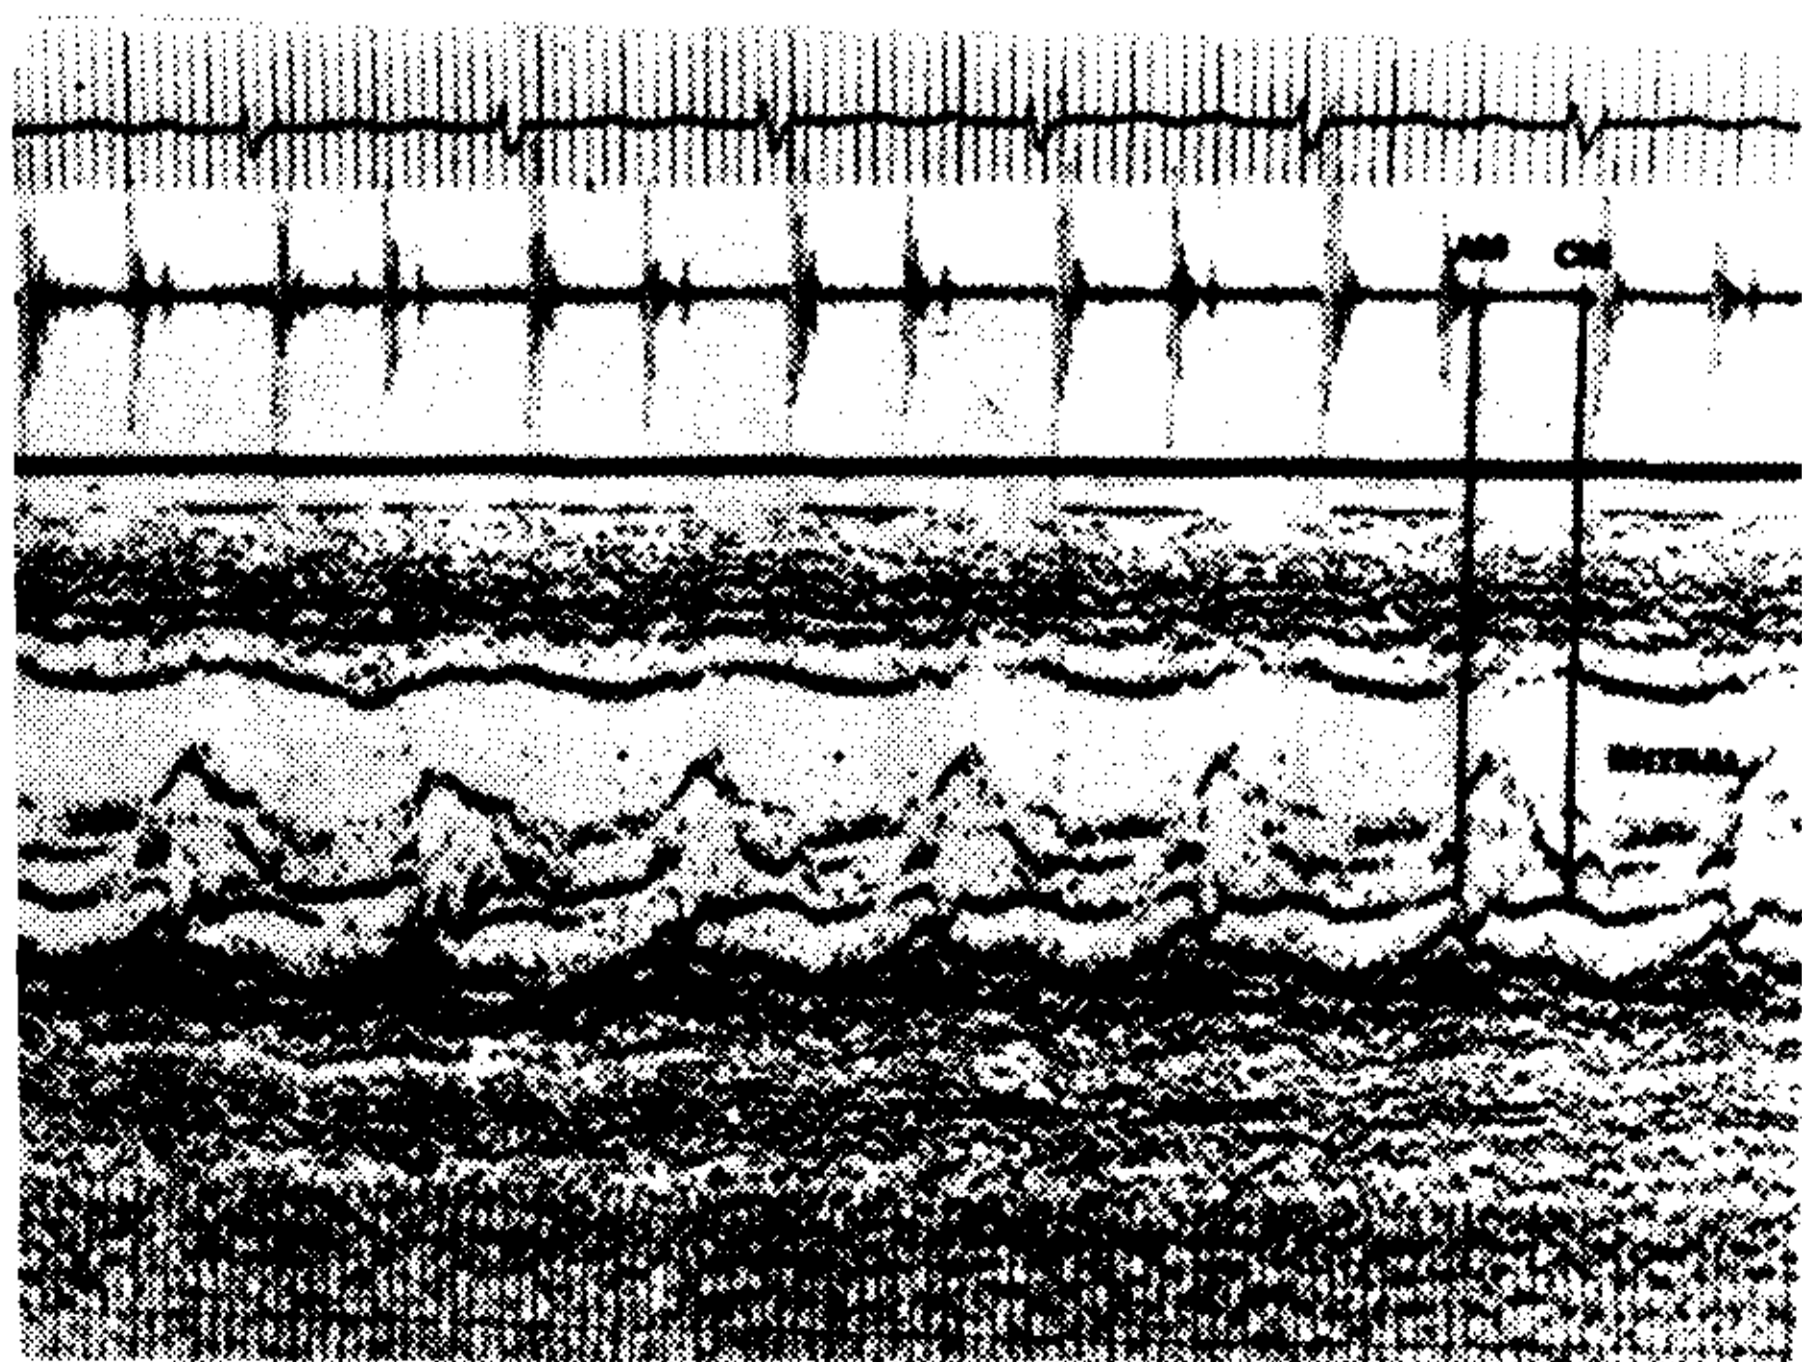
Ecocardiograma y fono postoperatorio. La apertura mitral es anterior al chasquido y su cierre antecede al primer ruido reforzado.
